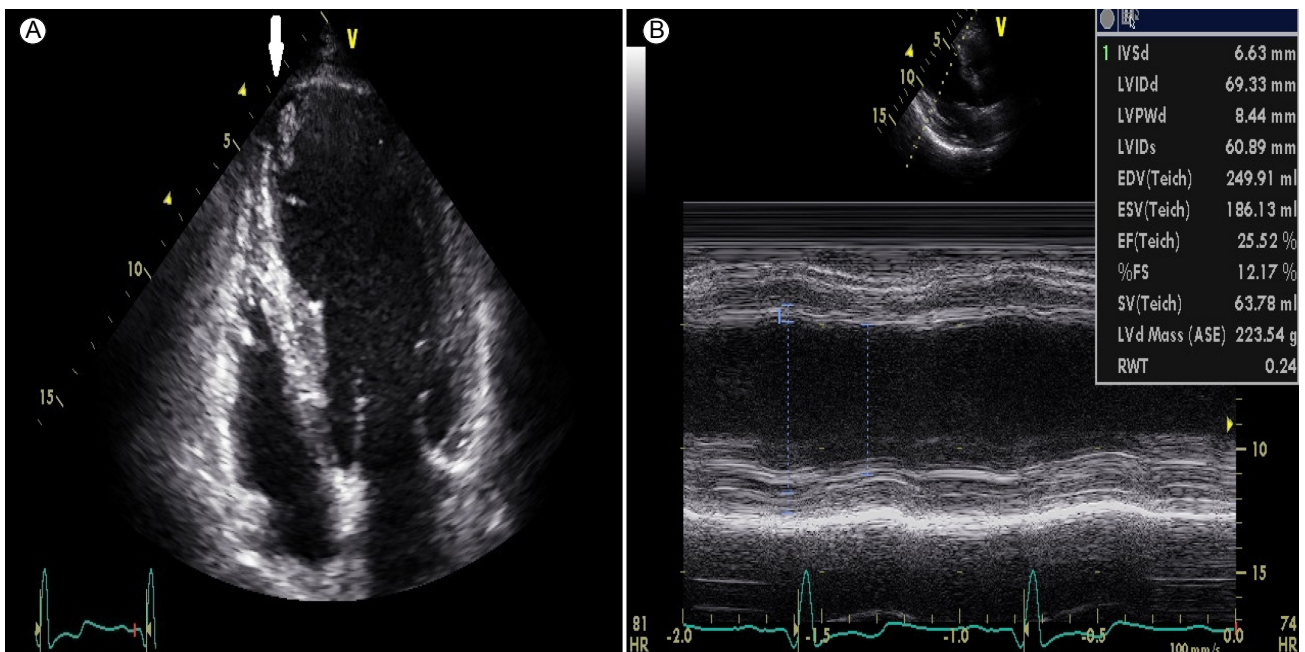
Echocardiography showed (A) round-shaped mobile echogenic mass (arrow) (14 × 11 mm, 12 × 10 mm) on left ventricular (LV) apex in an apical four-chamber view, suggesting LV thrombi, and (B), a decreased ejection fraction of 22%.
